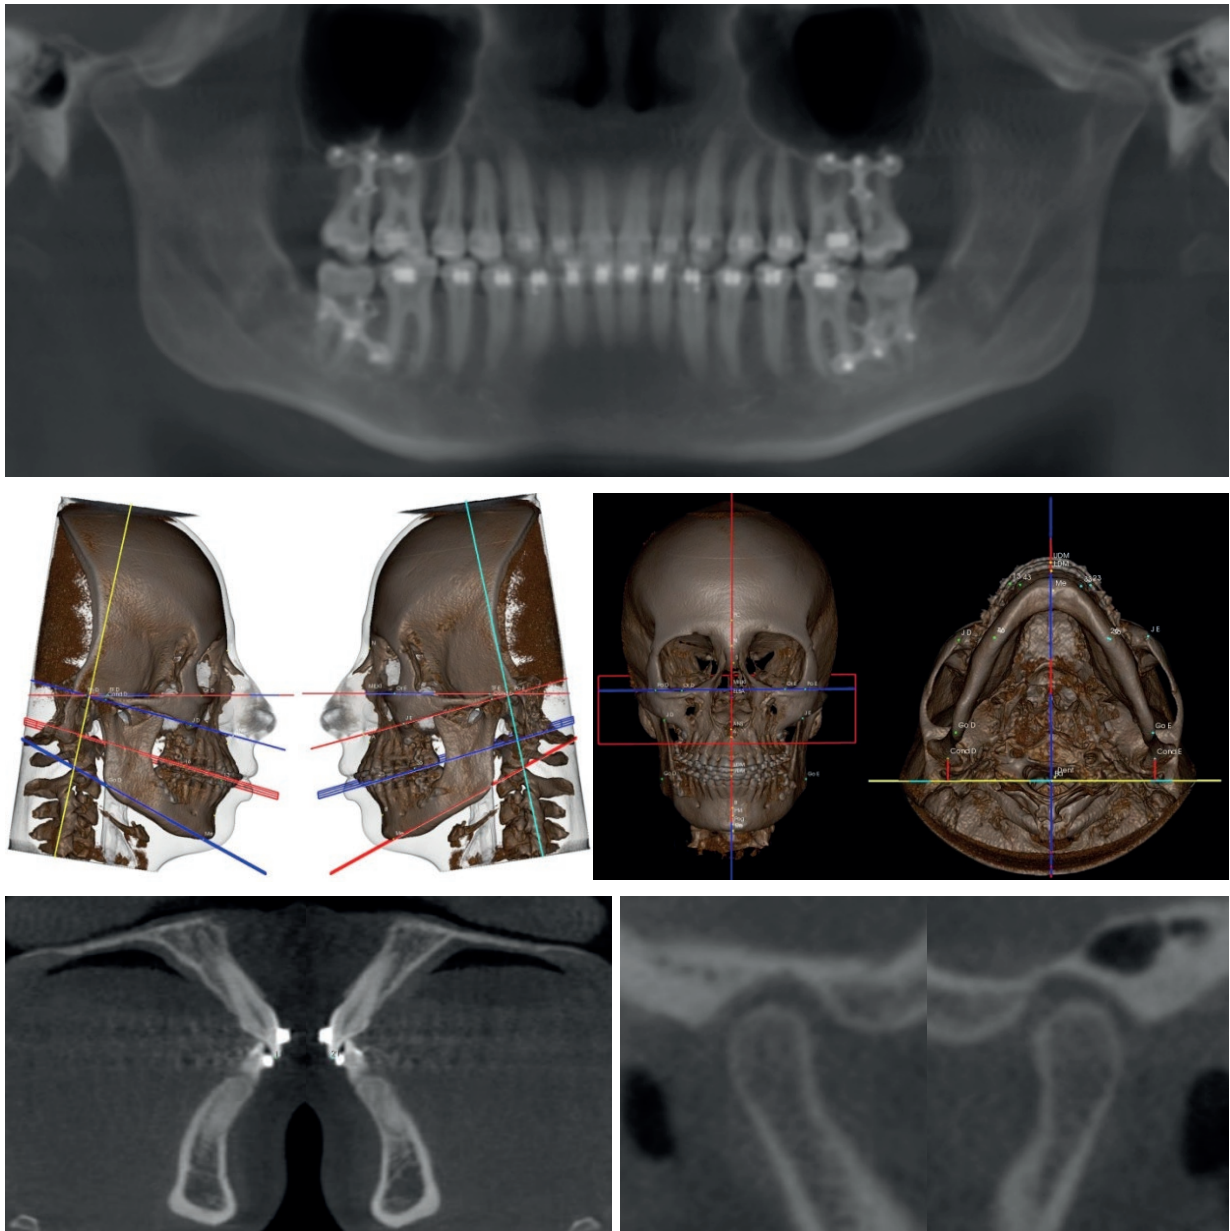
Imagens do Protocolo SYM-3D final. (A) Vista da panorâmica gerada a partir da tomografia. (B) Vista lateral direita da reconstrução em 3D. (C) Vista lateral esquerda da reconstrução em 3D. (D) Vista anteroposterior da reconstrução em 3D. (E) Vista inferosuperior da reconstrução em 3D. (F) Cortes sagitais das regiões do 11 e 41/ 21 e 31. (G) Vista aproximada do posicionamento condilar. Fonte: Os autores.
